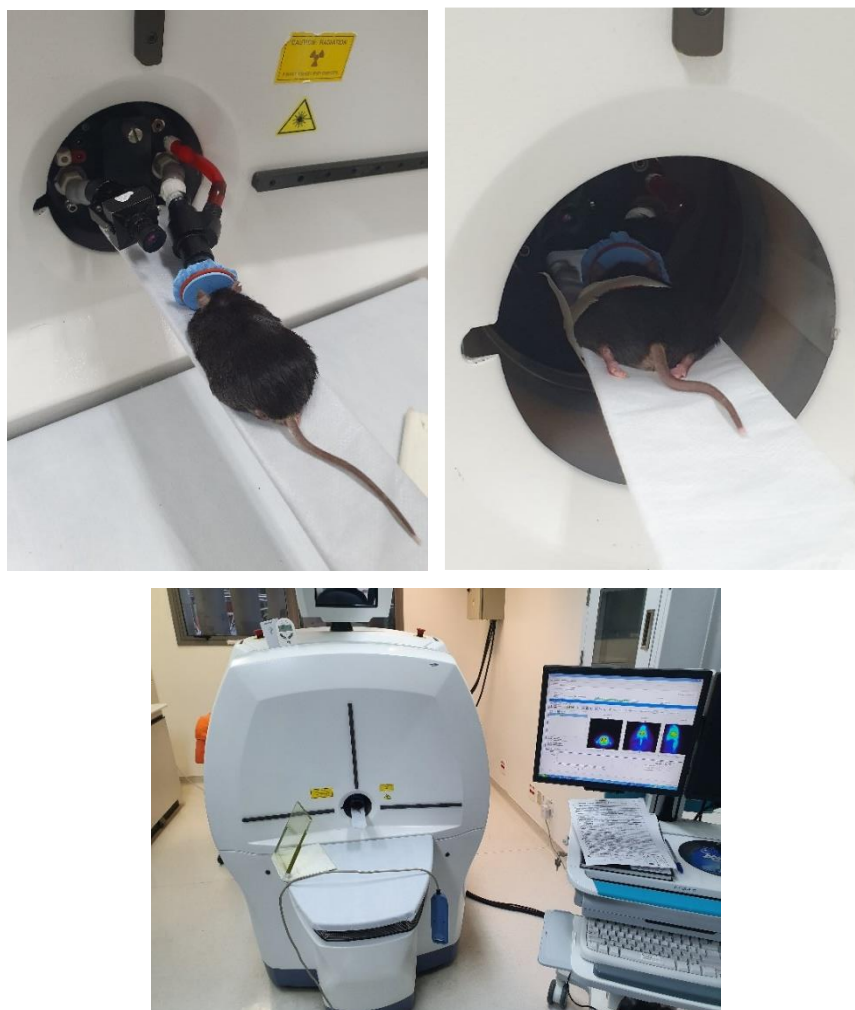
Aquisição de imagens PET
